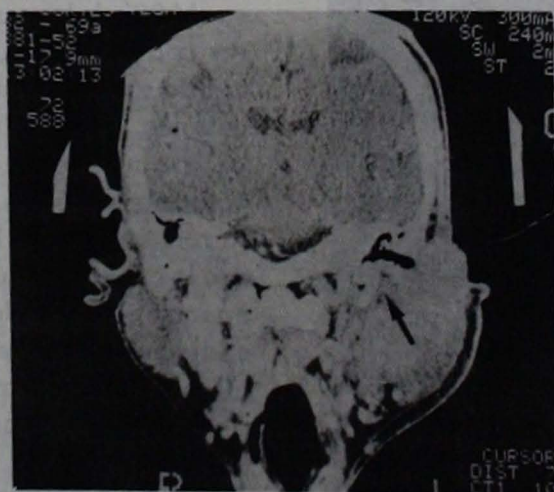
Tomografía computada corte coronal Carcinoma Basiescamoso originado en pabellón auricular con invasión masiva a base exocráneo. La flecha señala el área del agujero ragzado posterior.
